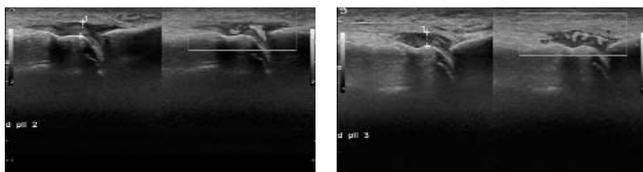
Больной Ж. УЗИ: активный синовит при энергетическом доплеровском картировании (ЭДК) II и III ПлФС правой стопы
